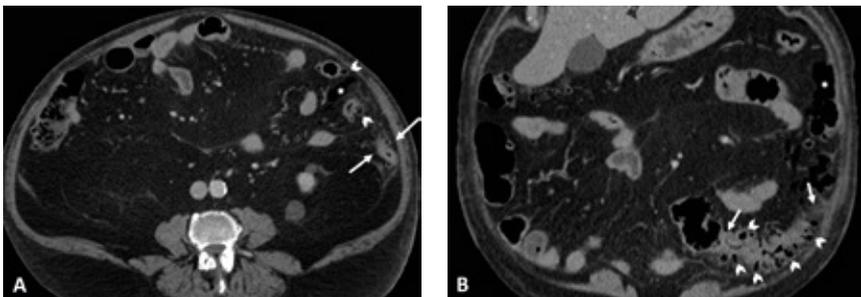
Achados imagiológicos em TC de diverticulite aguda complicada com perfuração (A – corte axial; B – corte coronal): diverticulose (cabeças de seta), pneumoperitoneu pequeno a moderado disperso (asteriscos), espessamento da parede cólica e densificação de gordura pericólica (setas)
